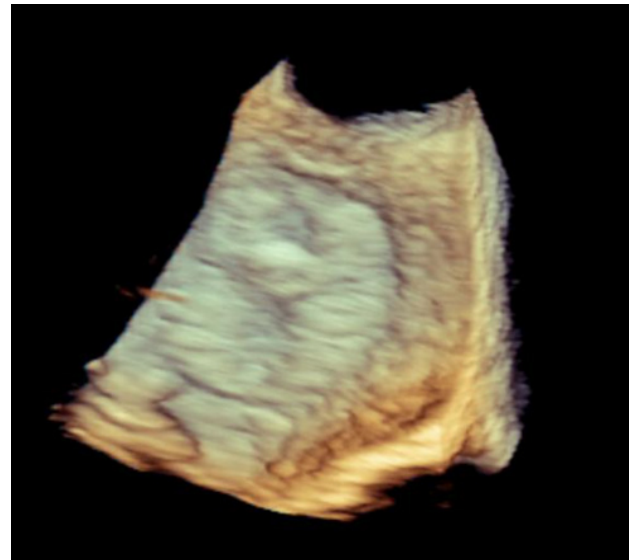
3D-Transösophageales Echokardiographiebild mit Nachweis einer vollständigen Endothelialisierung des Occluders 4 Monate nach Implantation
